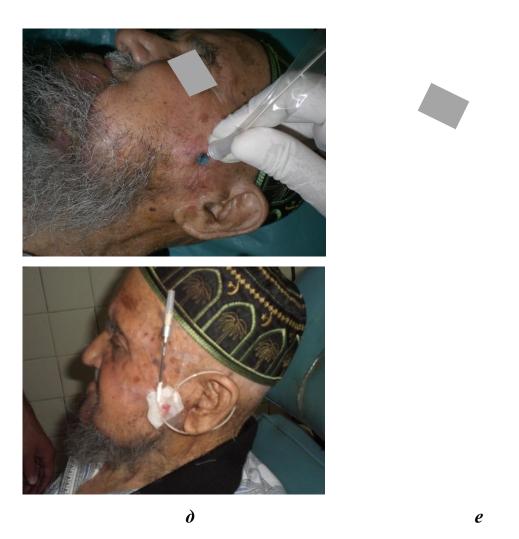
Этапы установки катетера у овального отверстия: а — положение больного лёжа на спине с поворотом головы в сторону, противоположную инъекции; б — обработка кожи; в — по центру трагоорбитальной линии производят вкол иглы и проводится обезболивание по С.Н. Вайсблату; г — игла упирается на наружную пластинку крыловидного отростка основной кости; д — момент проведения гемотрансфузионной иглы к овальному отверстию; е — после установки периферическая часть катетера фиксирована на коже височной области
